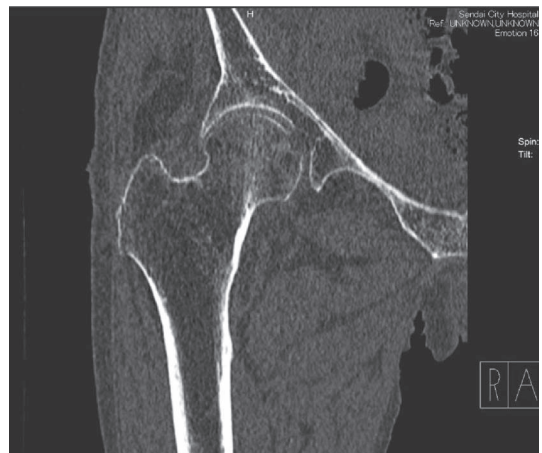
入院時 CT 像: 骨折線は認められない.
